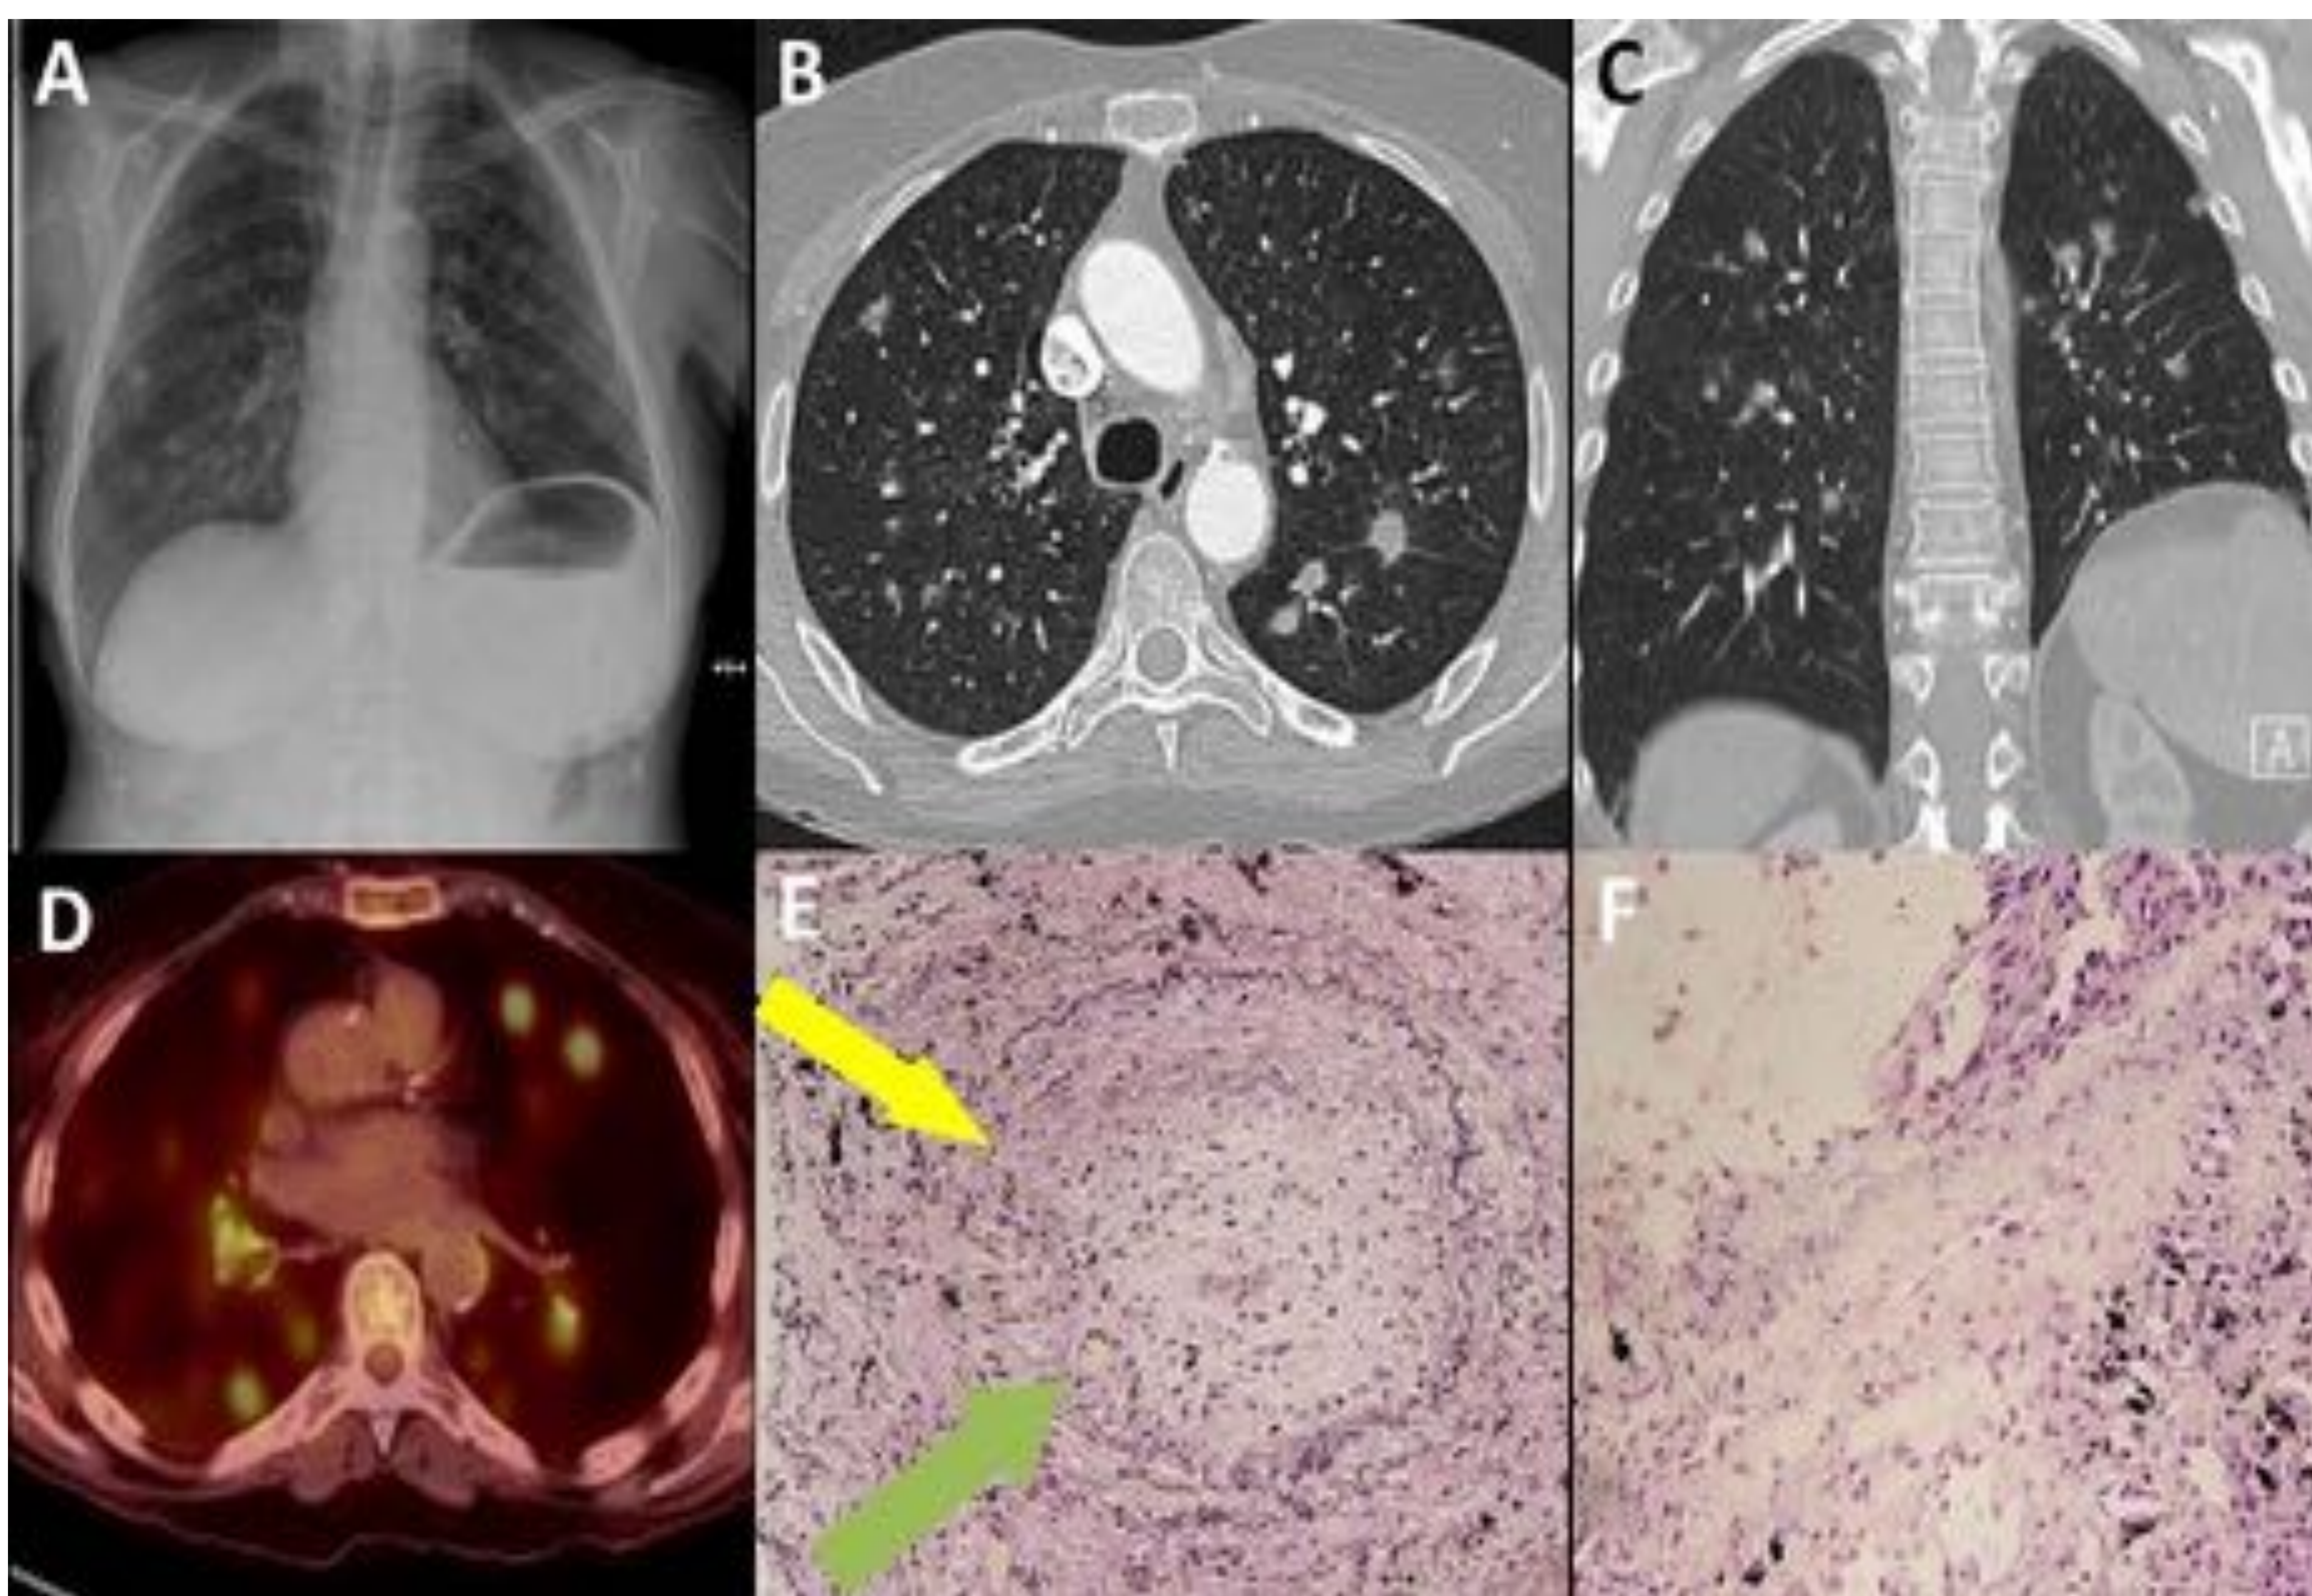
Paciente de 82 años con una historia de 30 años de artritis reumatoide que presenta un cuadro de 1 mes de evolución que consiste en dolor torácico pleurítico, anorexia y pérdida de peso. A: Radiografía simple de tórax en proyección posteroanterior que muestra nódulos pulmonares bilaterales y elevación del hemidiafragma izquierdo. B-C: Imagen axial (B) y reconstrucción MPR coronal (C) de una TC torácica con contraste (ventana de pulmón) donde se observan múltiples nódulos pulmonares bilaterales. D: La PET-TC muestra una hipercaptación de FDG en los nódulos pulmonares. E-F: Muestra de biopsia pulmonar procesada con tinción de hematoxilina-eosina (x200) en la que se evidencian características consistentes con GPA. E: Obliteración de un vaso pequeño en el que se observa vasculitis con disrupción de la lámina elástica (flecha amarilla) y células gigantes multinucleadas adyacentes (flecha verde). F: Arteria de pequeño tamaño con infiltración focal de células linfoides. Fuente: *Capdevila-Reniu A et al. Localised granulomatosis with polyangiitis in an older patient with rheumatoid arthritis. Age Ageing. 2019*
